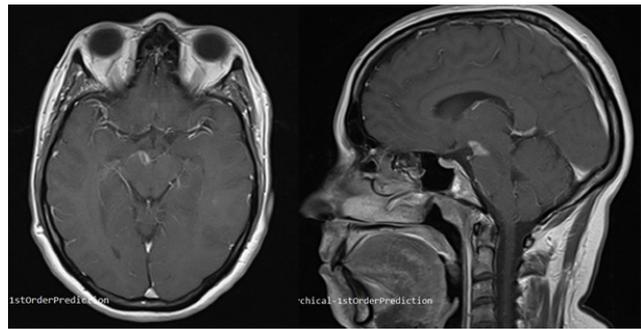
Пациентка Р. Магнитно-резонансная томография головного мозга в последовательности T1 с контрастным усилением гадолинием в аксиальной (слева) и сагитальной (справа) плоскостях. Определяется патологический очаг в области правой ножки мозга, накапливающий контрастное вещество по периферии (симптом «кольца»).
